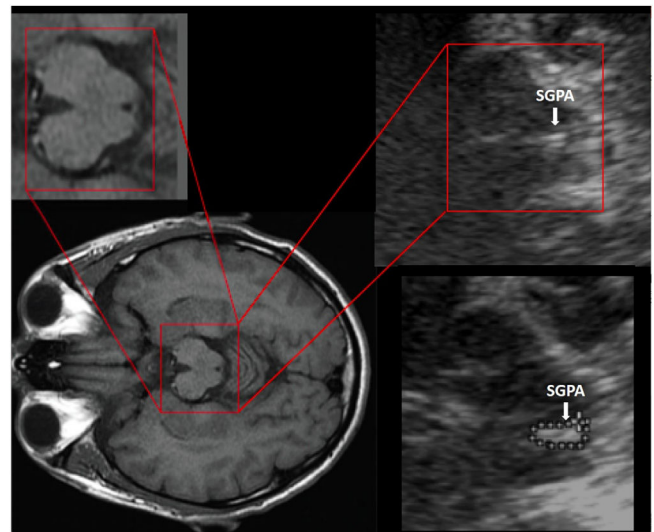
Imágenes de resonancia magnética (A) y ecografía transcraneal (B) de secciones axiales del mesencéfalo que muestran la sustancia gris periacueductal.
